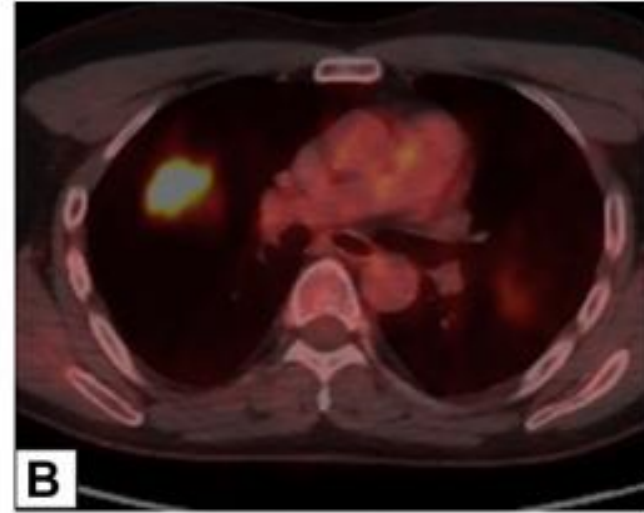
A-C, Ground-glass opacification (GGO). A, Axial unenhanced CT scan image in a 47-year-old man with a history of papillary thyroid cancer, 4 months after treatment with iodine-131, shows right upper lobe peribronchovascular GGO. The GGO is hypermetabolic on a fluorine-18 fluorodeoxyglucose-PET/CT scan (B), with less intense activity also noted in a new smaller area of GGO in the left upper lobe in an axial unenhanced CT scan image (C). Transbronchial biopsy results were consistent with organizing pneumonia.
